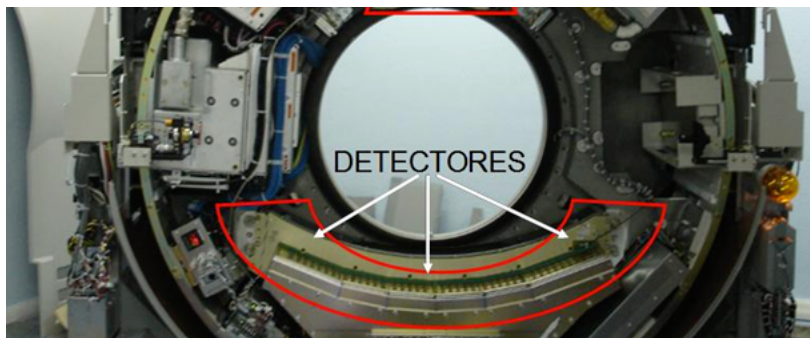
detectores del TAC. ⁸
